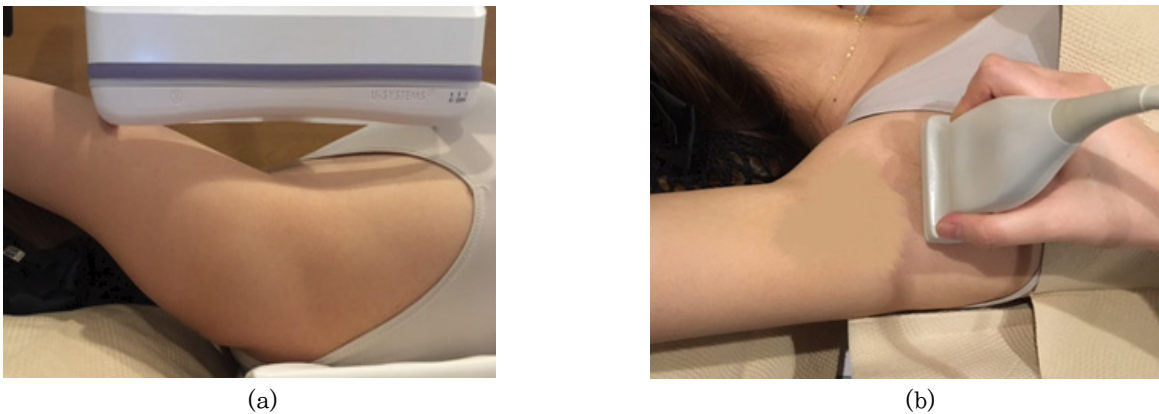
Ultrasound examine for axillary lesion (a) scanning by automated breast ultrasound (b) scanning by hand held ultrasound
